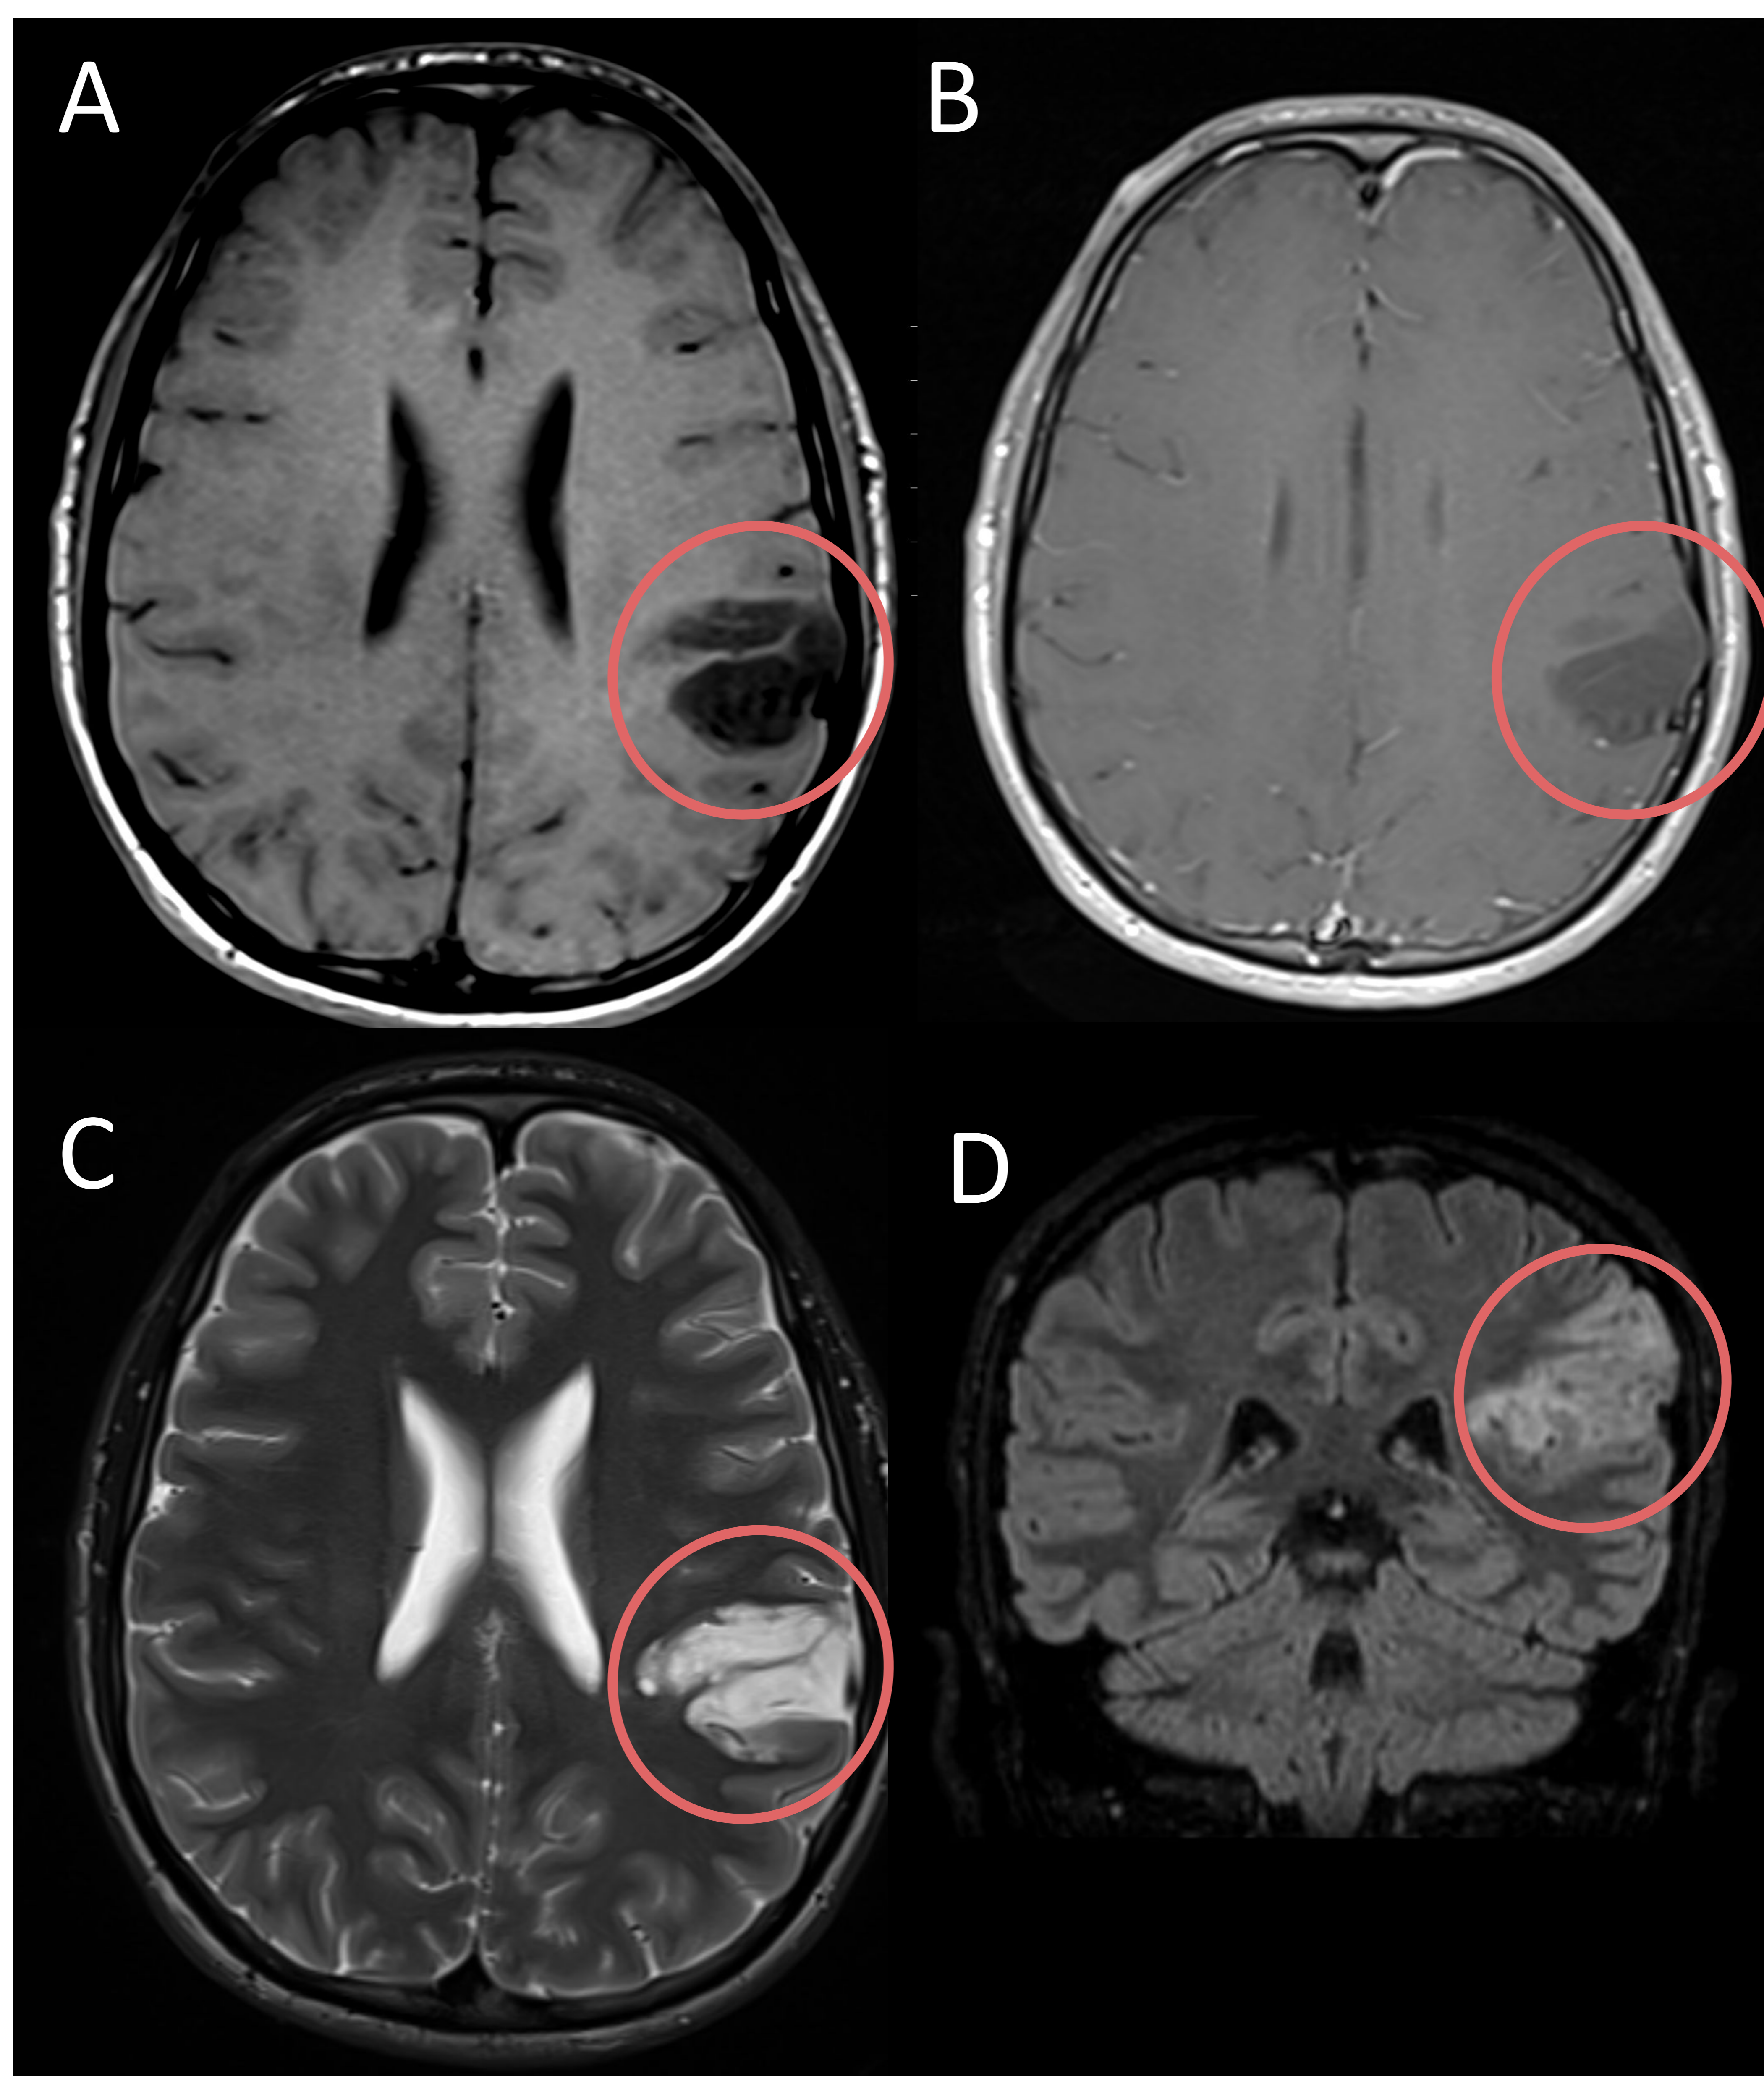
Varón de 13 años con crisis de epilepsia. RM adquisiciones axiales T1 (A), T1 con civ (B) y T2 (C) y sagital FLAIR (D). Se observa lesión de predominio cortical en opérculo parietal que afecta a los giros supramarginal y angular del parietal (círculo rojo), pérdida de la diferenciación entre sustancia gris y sustancia blanca, engrosamiento de circunvoluciones y remodelación de la tabla interna del diploe. Es hiperintensa en T2 y FLAIR e hipointensa en T1. No presenta captación de contraste, Hallazgos compatibles con DCF II.
